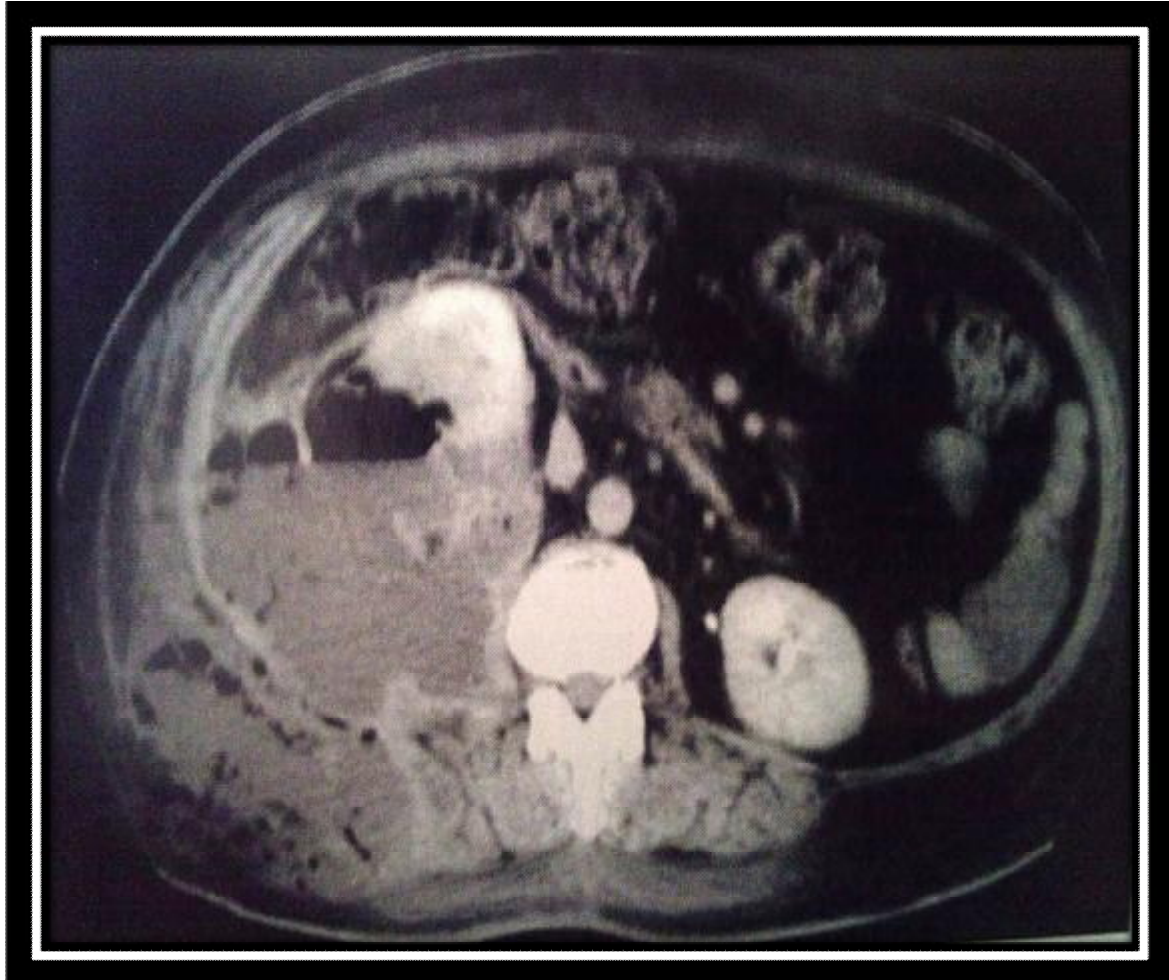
TDM abdominale. PNE droite. Collections périrénale et pariétale avec présence de gaz (flèches) stade 3b
